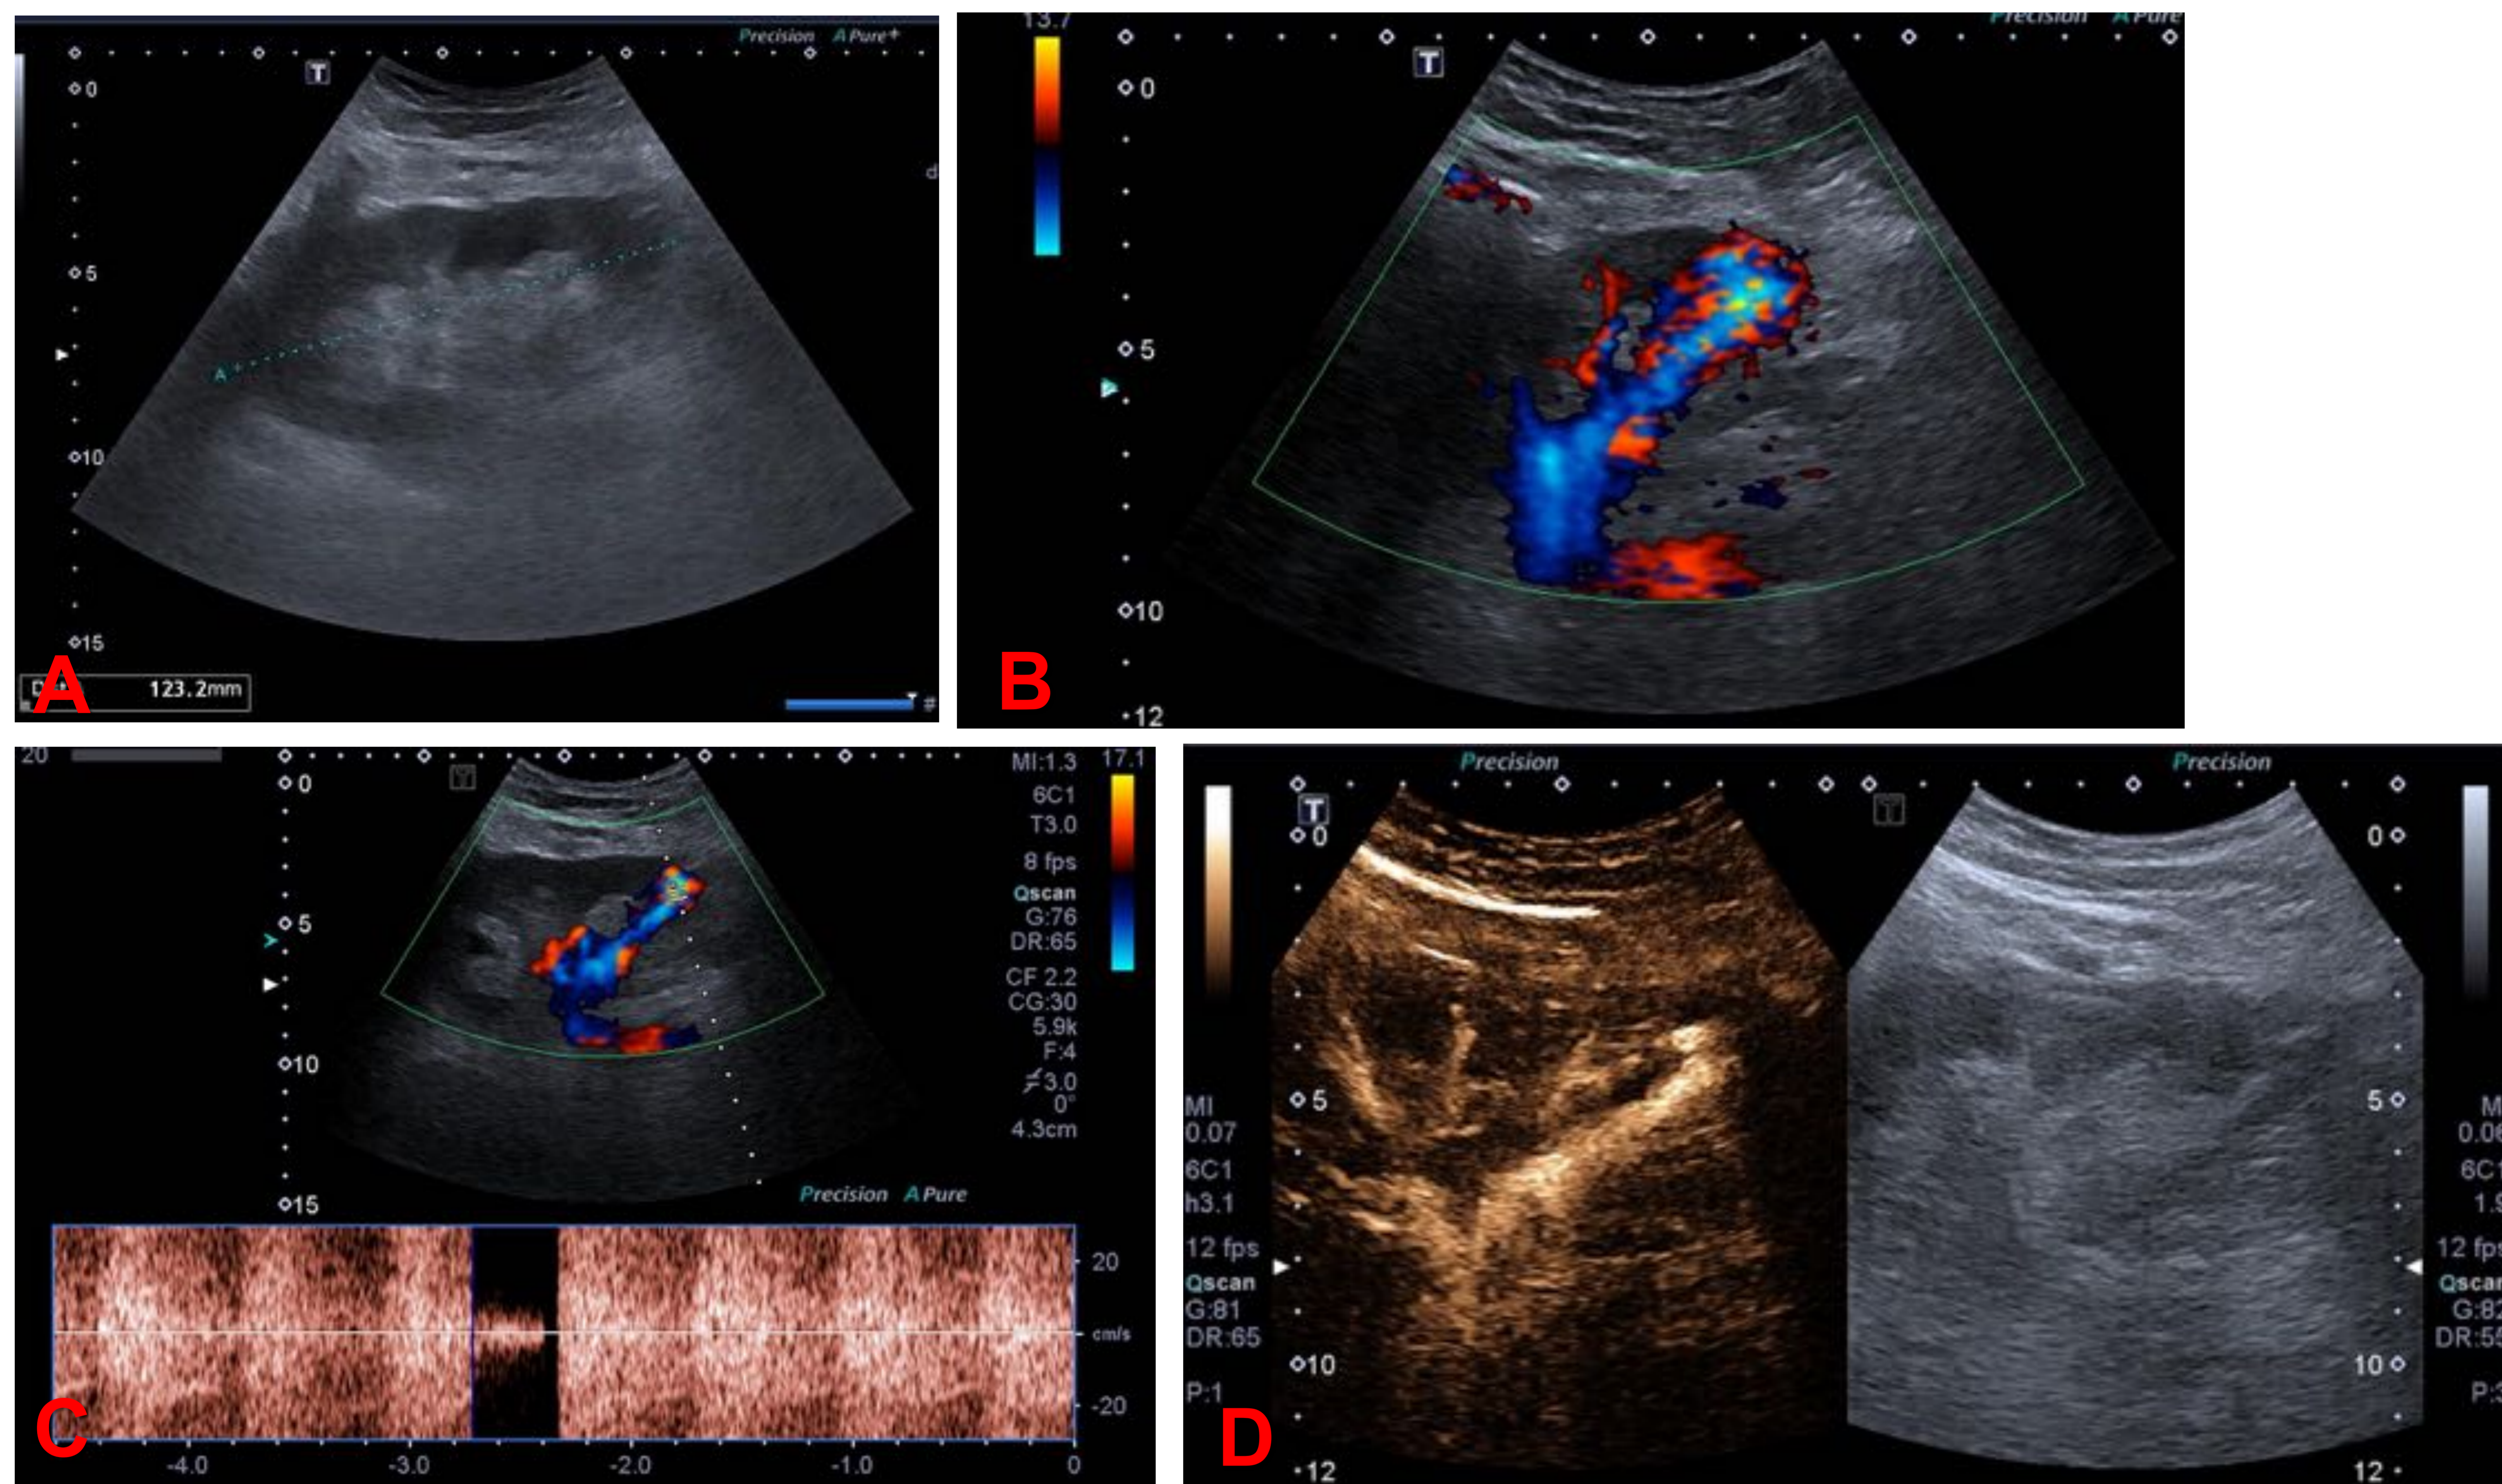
Imágenes A, B, C y D: Ecografía en paciente con trasplante renal reciente donde se aprecia una fístula arteriovenosa (FAV).
